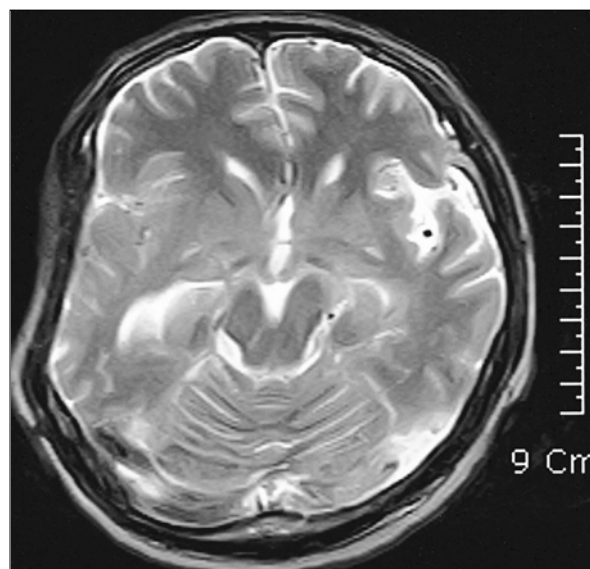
T2-weighted magnetic resonance imaging scans obtained as part of parkinsonism workup revealed concavity of the skin flap over the craniectomy site with midline shift.
